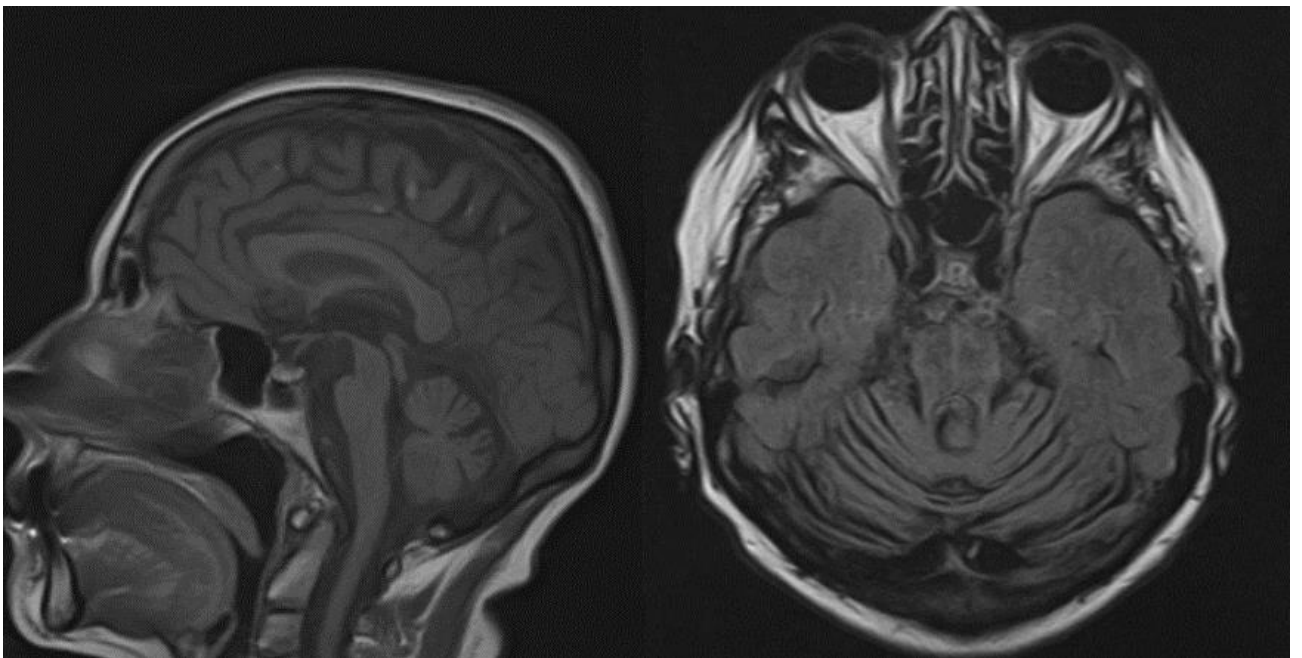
МР-картина оливопонтocerebellарной атрофии в режиме T2-ВИ, симптом «креста» в режиме T2-FLAIR.
